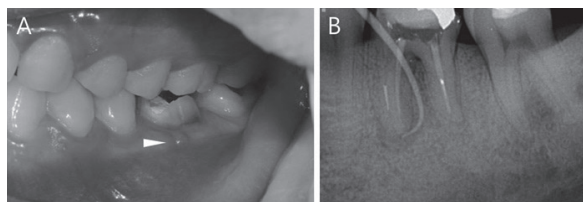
(A)처음 내원 시 촬영한 임상 사진으로 #36의 부착치는 부위에 누공이 형성된 것을 볼 수 있다(흰색 화살표). (B)초진 치근단 추적 방사선 사진으로 삽입된 거타퍼차가 근심치근의 근단부를 향하는 것을 보여준다. 아울러 근심치근과 원심치근에 파일로 추정되는 물체가 관찰된다.
